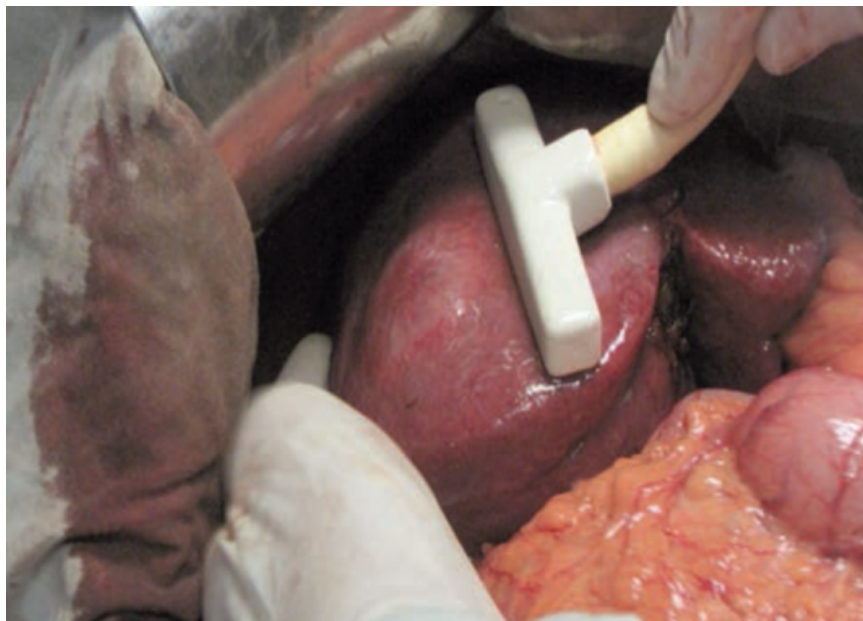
Интраоперационное исследование печени с помощью Т-образного ультразвукового датчика. Перед началом интраоперационного УЗИ врач ультразвуковой диагностики в обязательном порядке выполняет пальпацию диафрагмальной и висцеральной поверхностей печени, после чего область интереса заполняется физиологическим раствором для устранения воздушной прослойки между сканирующей поверхностью ультразвукового датчика и поверхностью печени.
